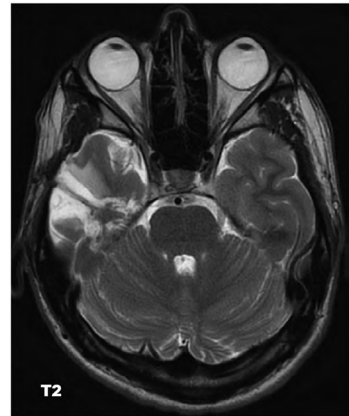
Клинический случай № 1, контрольная МРТ головного мозга в режиме Т2 с контрастным усилением через 5 месяцев после операции: отмечается полный регресс перифокального отека и инволюция послеоперационной полости с формированием глиального рубца, обычного для последствий энцефалотомии. Источник: составлено автором
